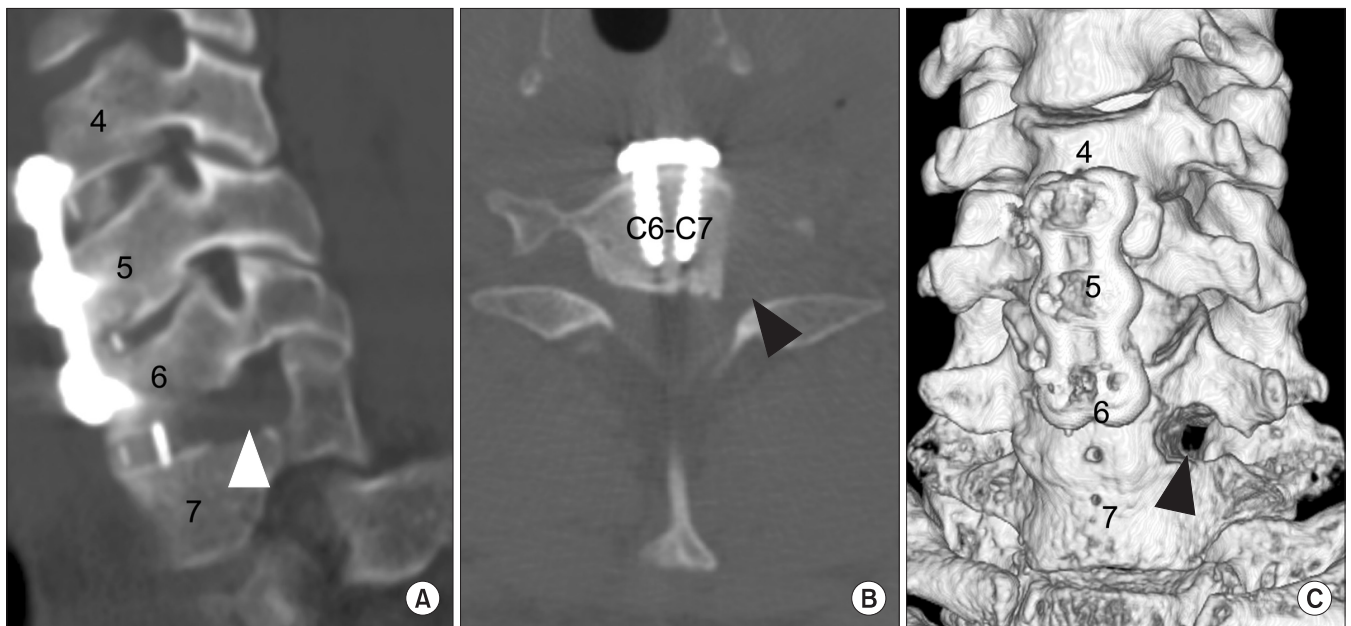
Left foraminal oblique (A), axial (B), and 3-dimensional computed tomography (C) scan images taken 2 days after the revision surgery show complete resection of the left C7 uncinate spur (arrowheads) and satisfactory decompression.
